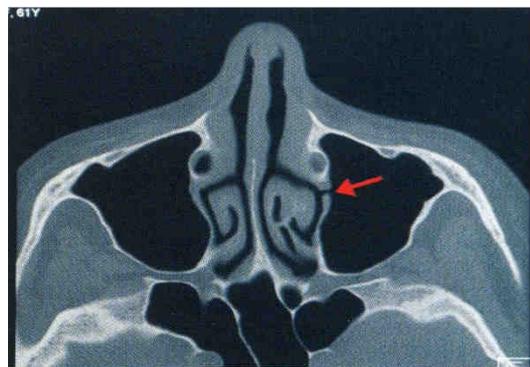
Coupe TDM montrant la perméabilité de l'ostium sinusien.
